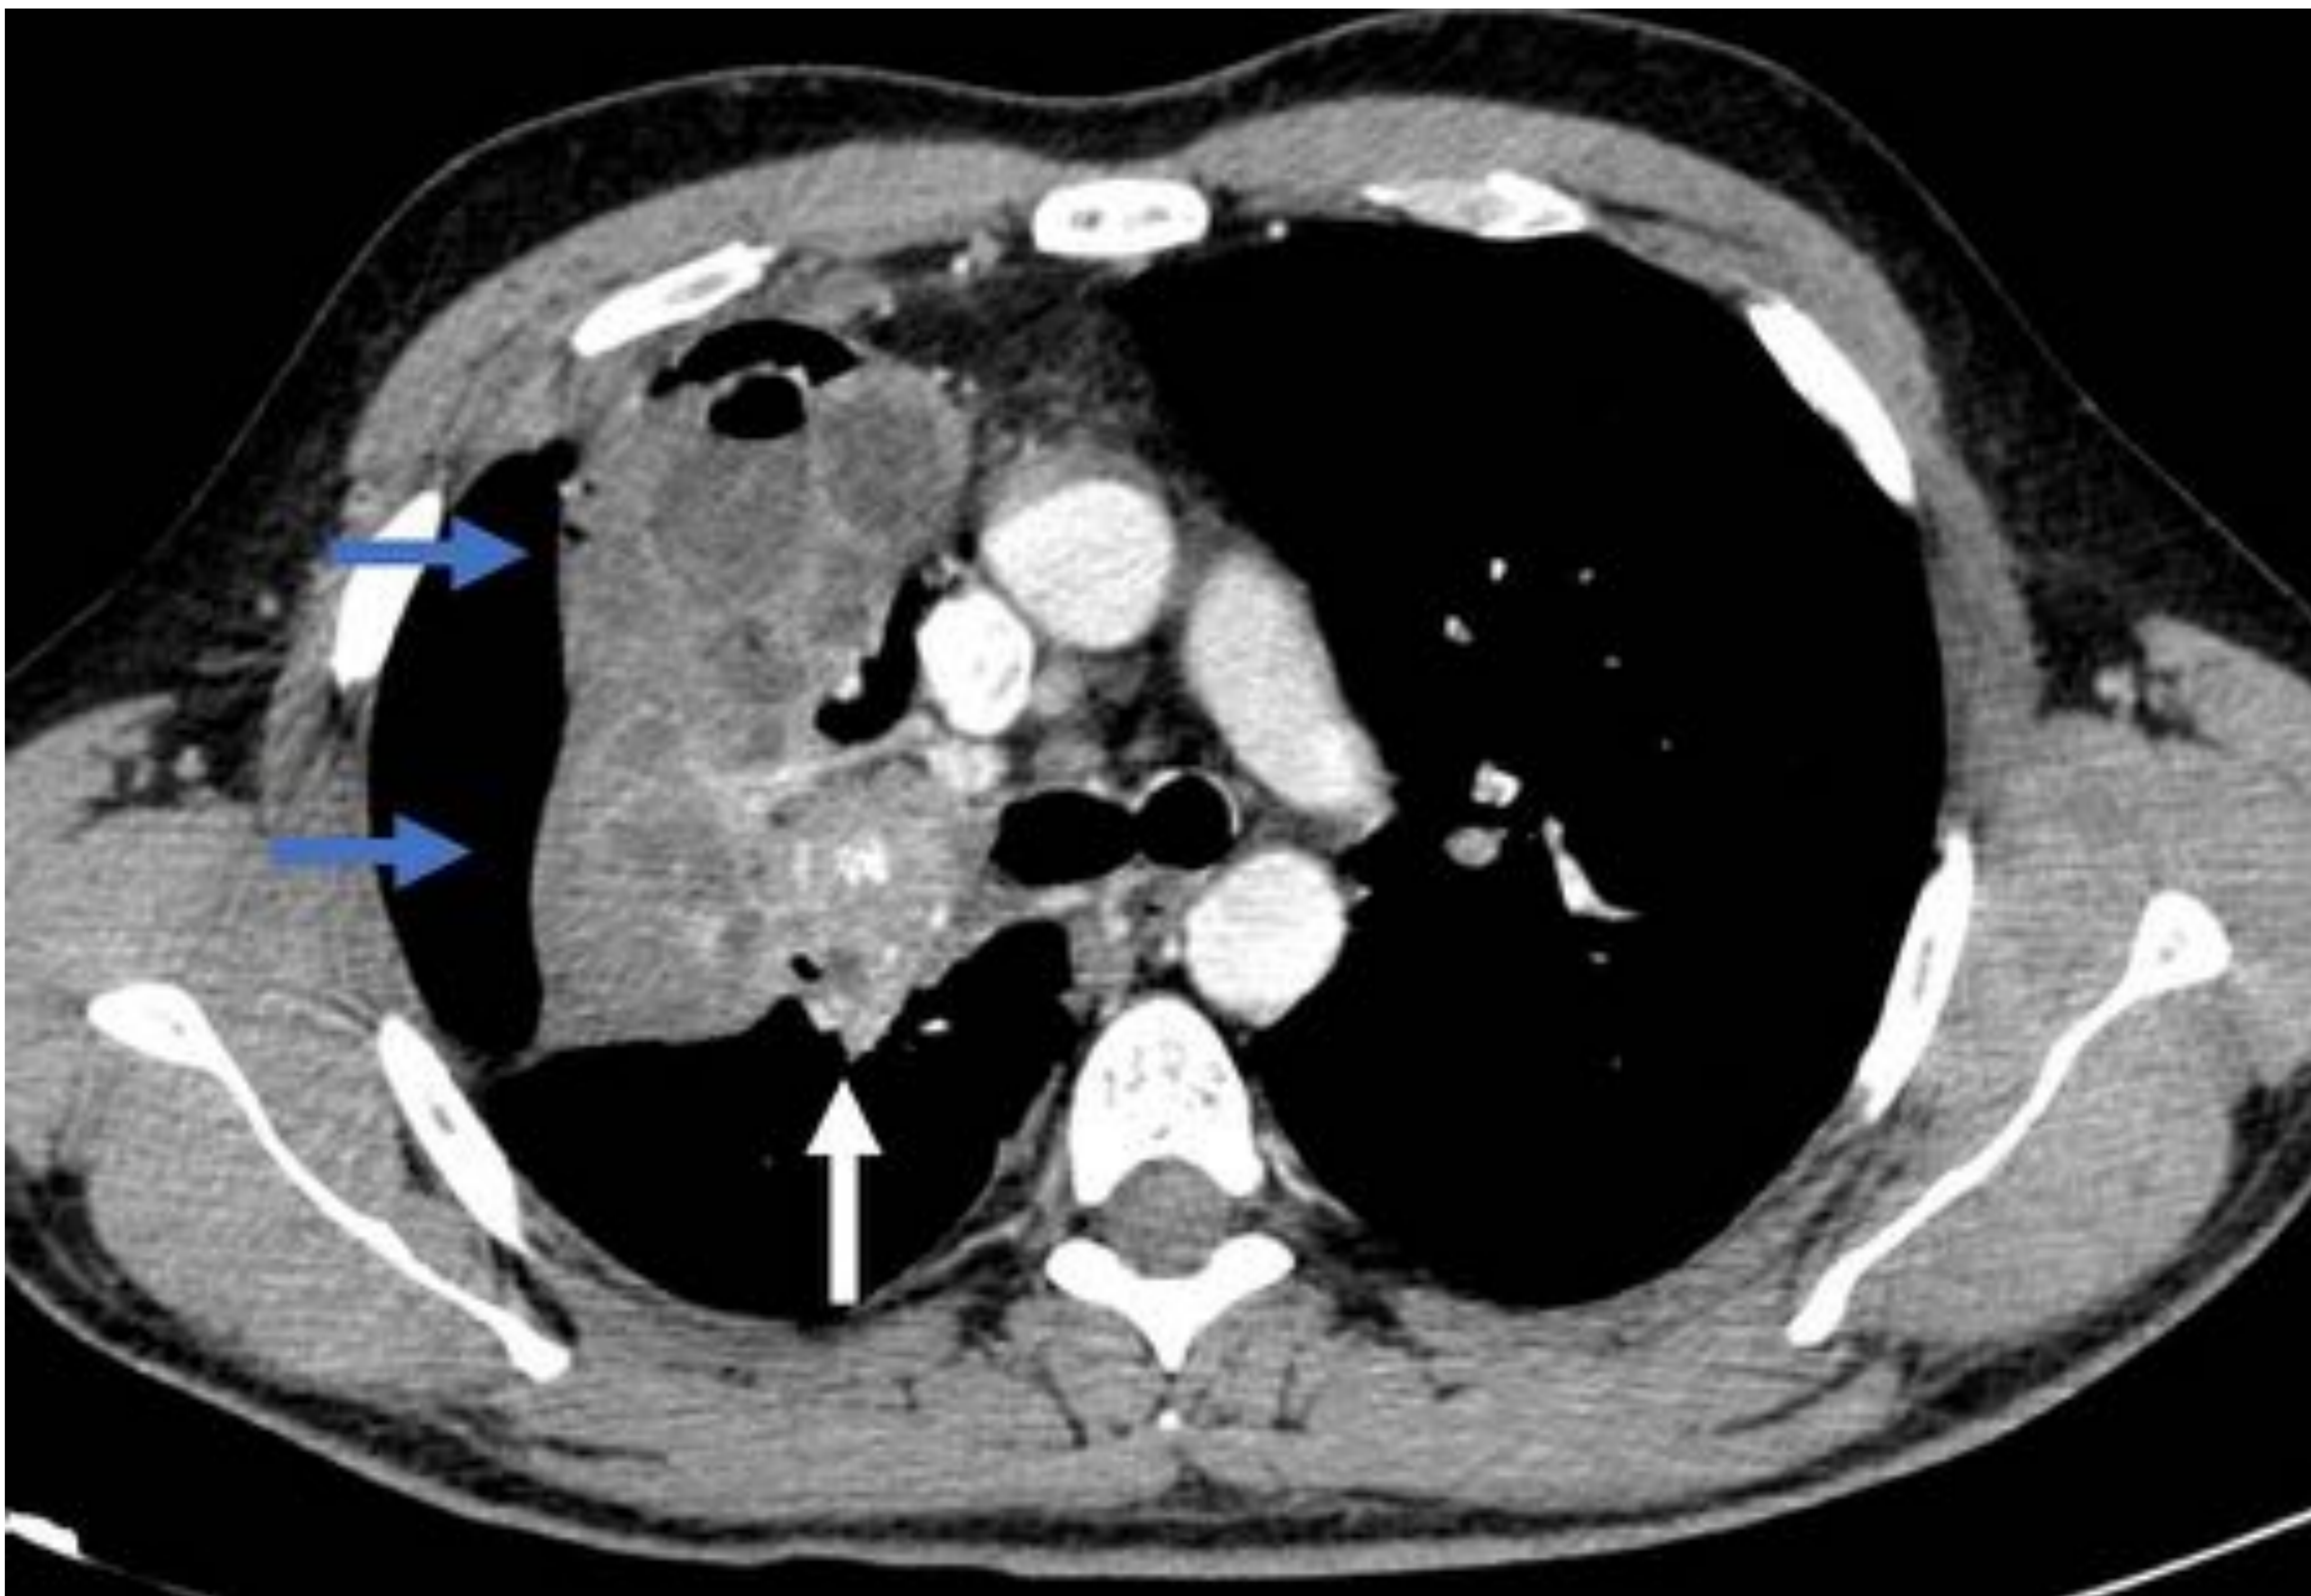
Carcinoide pulmonar típico de características más agresivas en TC axial con contraste intravenoso (fase venosa), ventana de partes blandas. Se aprecia una masa pulmonar (flecha blanca) de bordes mal delimitados y localización hilar, con presencia de calcificaciones groseras en su espesor. En este caso el tumor solo presenta una leve captación de contraste. Al originarse dentro del lumen del bronquio superior derecho, condiciona una atelectasia obstructiva (flechas azules), dentro de la cual se observan formaciones redondeadas con niveles hidroaéreos, probablemente en el contexto de retenciones mucosas.
